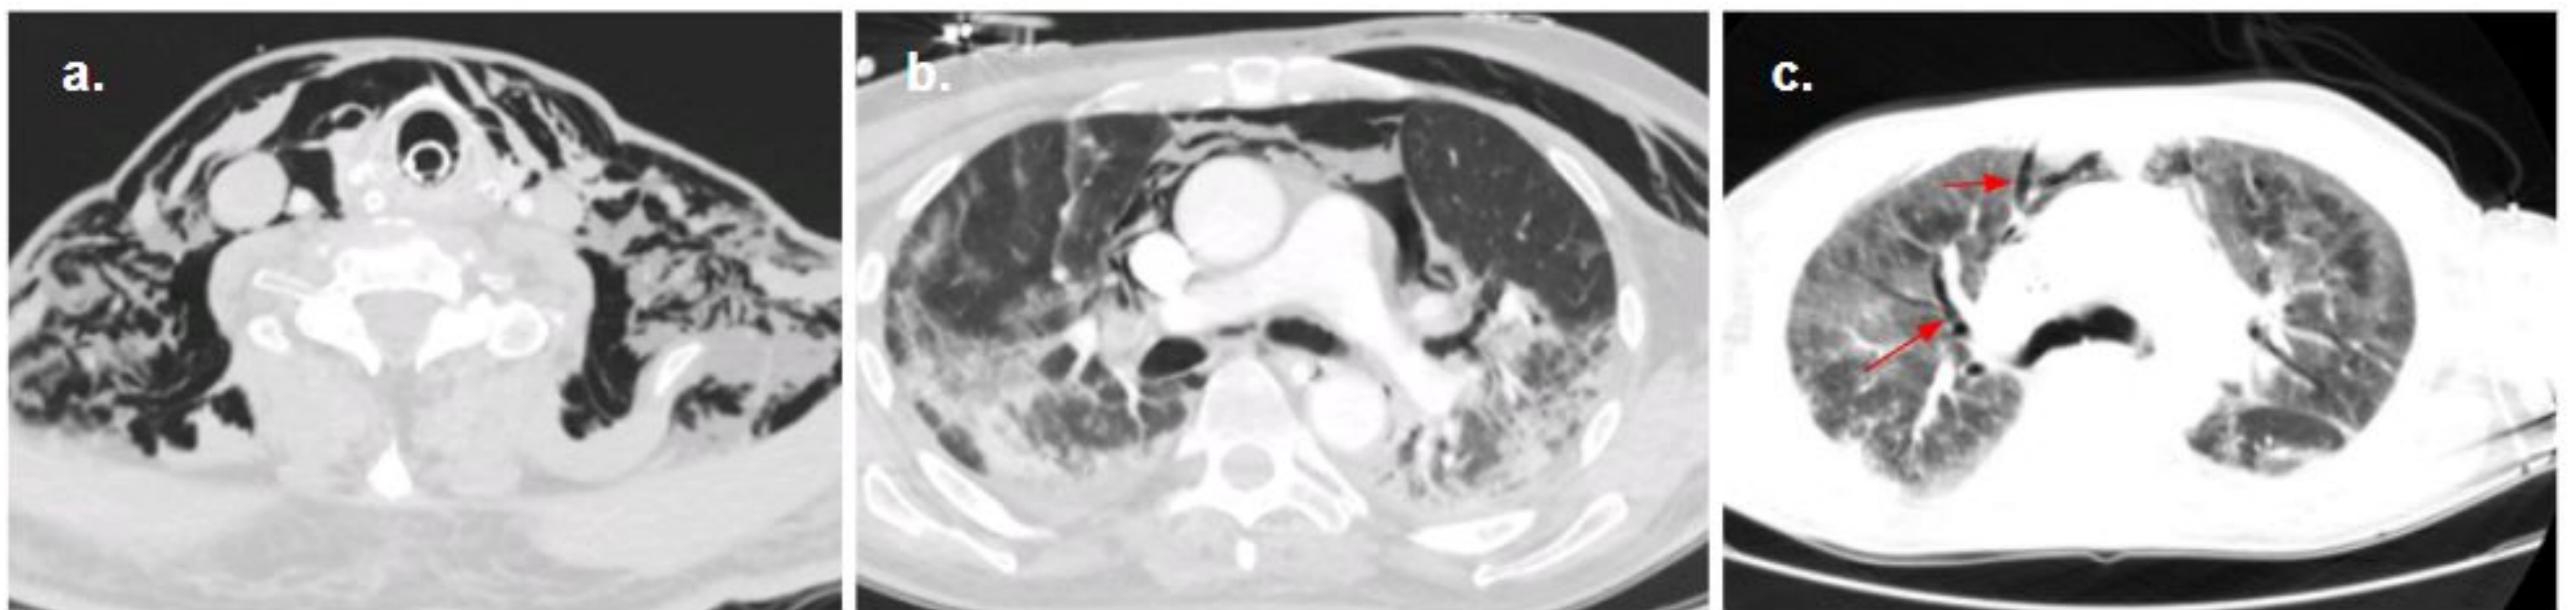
a, b) TAC axial que muestra enfisema subcutáneo cervical y de pared torácica con neumomediastino, posiblemente secundario a barotrauma en paciente intubado con neumonía bilateral. c) TC axial que muestra disección de aire a lo largo de las vainas intersticiales peribroncovasculares (efecto Macklin) (flechas rojas).
